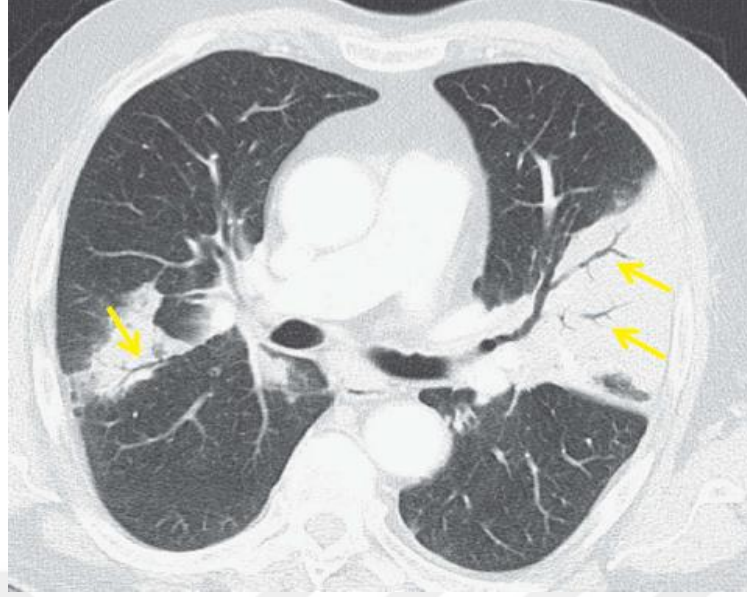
Multifokal konsolidasyonları gösteren BT görüntüsü (5)
